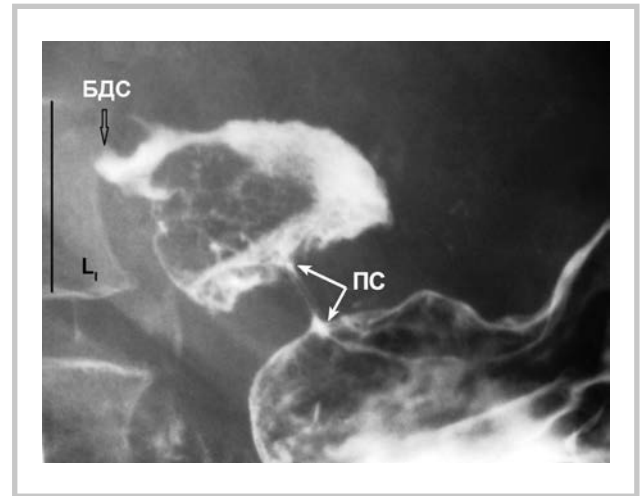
Прицельная рентгенограмма желудочно-дуоденального перехода.
